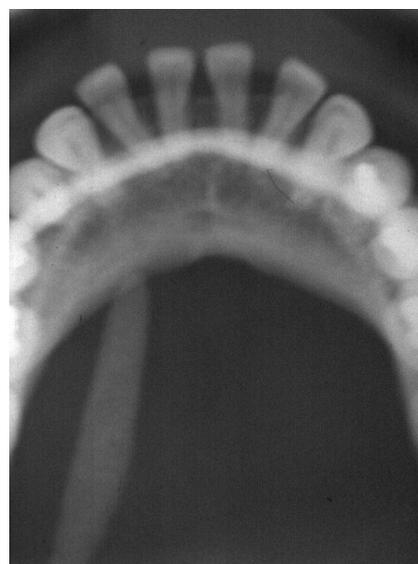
Radiografia oclusal, exibindo a grande extensão da imagem radiopaca compatível com sialolito da glândula submandibular.
